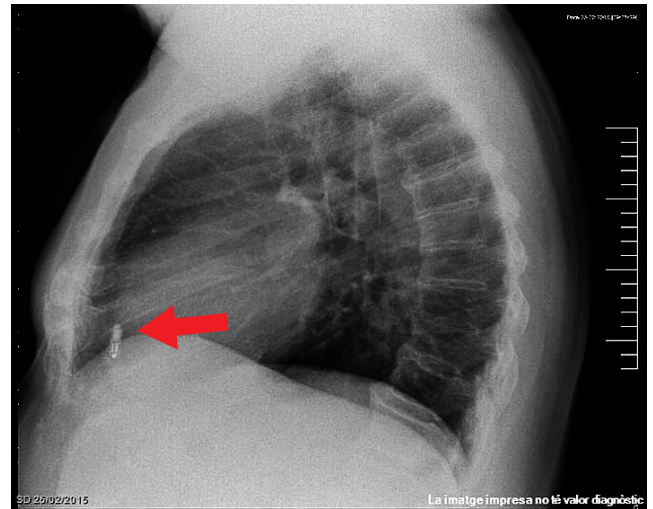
Radiografía lateral previa al segundo implante.
